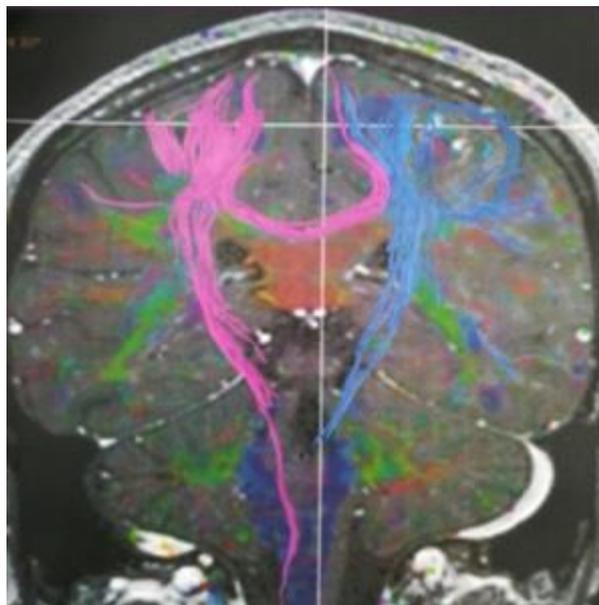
IRM cérébrale multimodale, tractographie montrant une désorganisation des fibres de substance blanche au niveau du foyer lésionnel avec une rupture des fibres.
